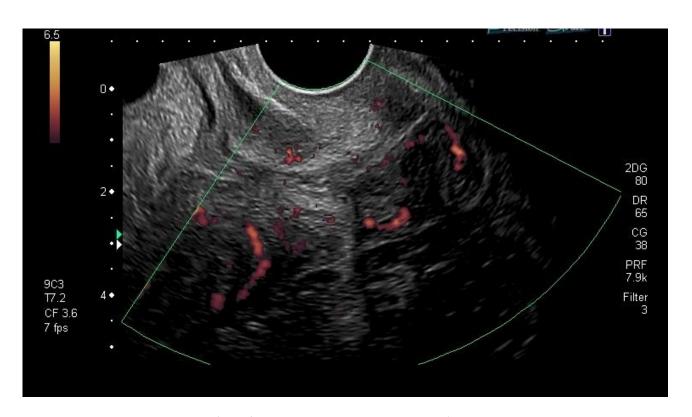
Power doppler шейки матки той же беременной, что и на рис.4. В эндоцервикальной зоне визуализируются порядка 7 локусов активного кровотока.
